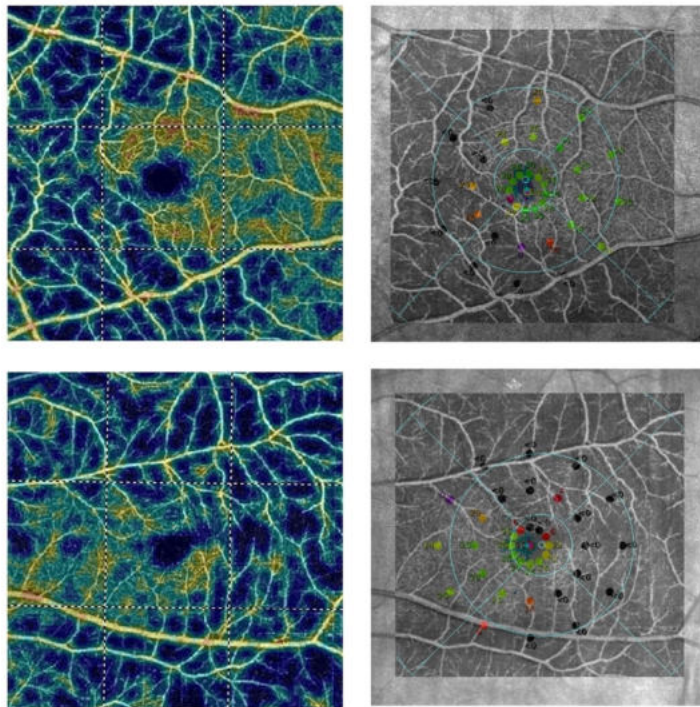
Relationship between sensitivity threshold points in the microperimetric (MP) examination of the retina and en face angiogram of superficial retinal vascular plexus (SVP) in the macula using optical coherence tomography angiography (OCTA). Top row: Right eye of female with primary open-angle glaucoma (POAG). Bottom row: Left eye of male with POAG. First column: The OCTA colour-coded vascular map of macular SVP. Cold colours on angiograms indicate capillary dropout areas. Second column: on the Scanning Laser Ophthalmoscope image with sensitivity threshold points in the MP examination, en face angiogram of macular SVP was superimposed to show the relationship between function and structure of the retina. Points at which sensitivity threshold was reduced or where there were deep scotoma points (black dots) in the MP, corresponded exactly to capillary dropout areas in OCTA.
